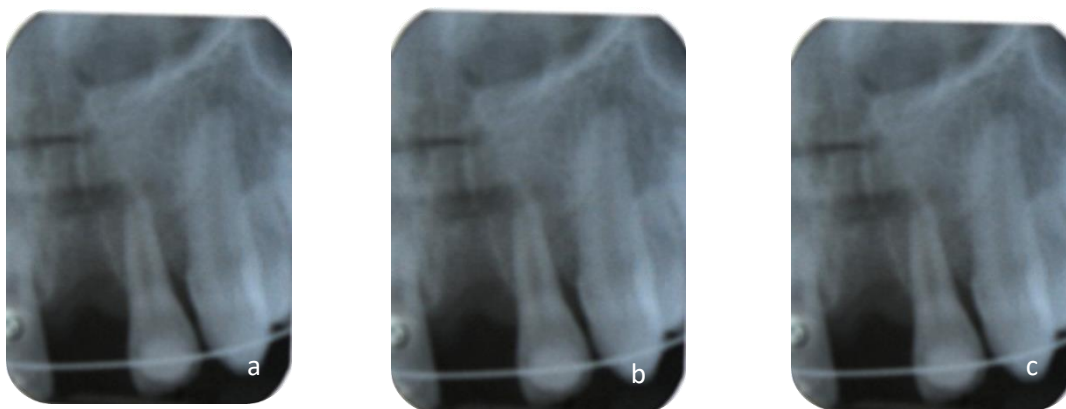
a) Radiografía periapical mesioangulada en la cual se observan unión adecuada de los segmentos fracturados. b) Radiografía periapical ortorradial sin cambios significativos. c) Radiografía periapical distoangulada que muestra unión adecuada de los segmentos.
